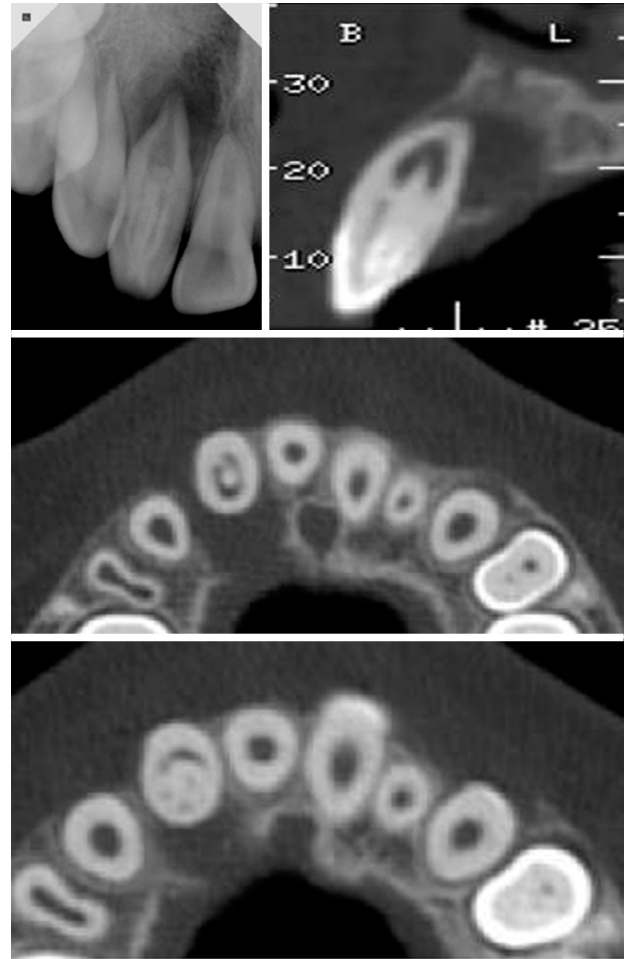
A periapical radiograph and CBCT radiographs of maxillary right lateral incisor from the initial visit.
